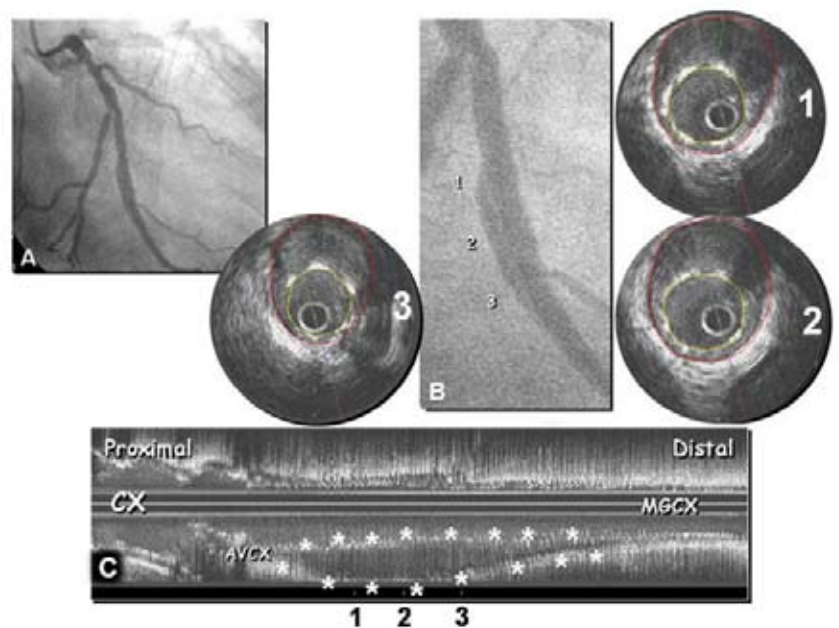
Angiografía y ultrasonida después de 9 meses del implante. B y C: 1, 2 y 3: aposición incompleta tardía
